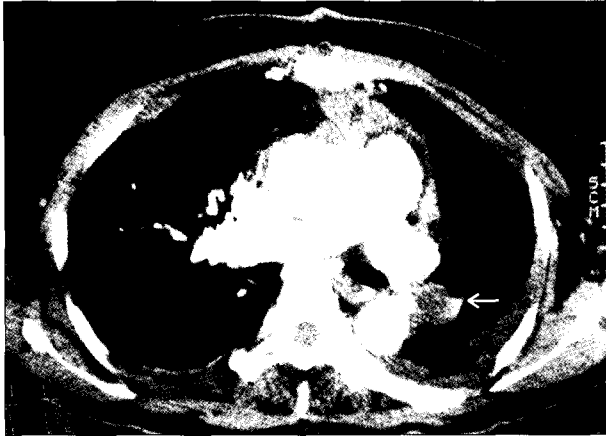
Postoperative chest computed tomography shows remnant mass in left pulmonary artery (arrow).
